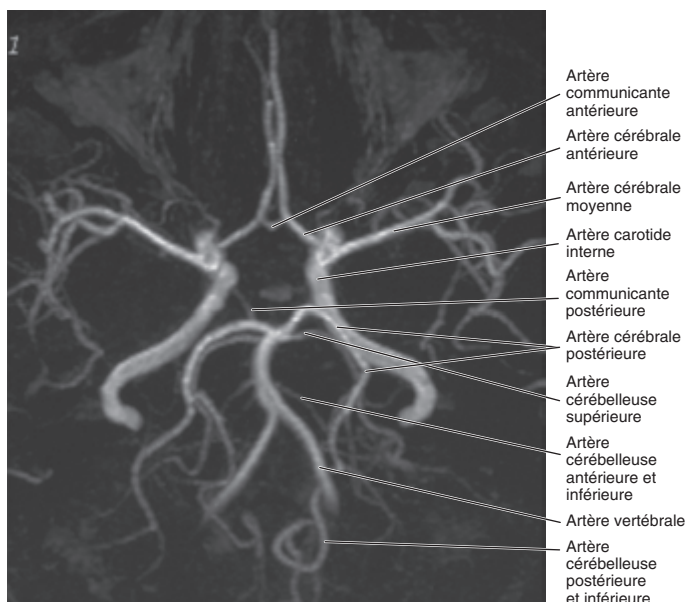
Angiographie IRM par temps de vol (time of flight), vue transversale. Le cercle artériel de Willis.
